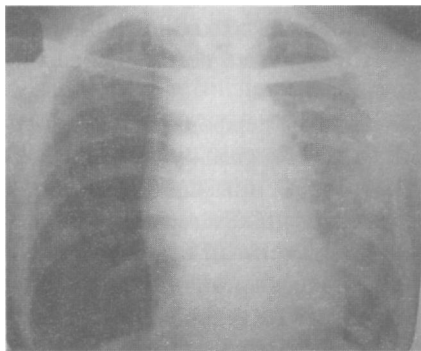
Рентгенограмма больного кавернозным туберкулезом легких, осложненным спонтанным пневмотораксом
